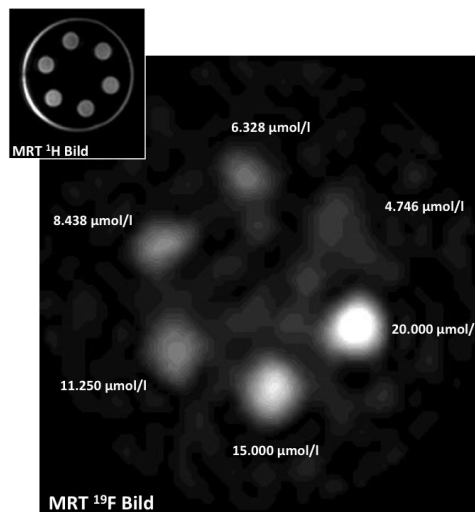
Ex-vivo Darstellung unterschiedlicher PFOB-Konzentrationen in der Nanoemulsion im 3T ^{19}F -MRT. Das ^1H -MRT Bild verdeutlicht die Lage der Probengefäße in der Halterung. Im ^{19}F -MRT zeigt die Probe mit einer PFOB Konzentration von 20.000 $\mu\text{mol/l}$ das stärkste Signal. Bei einer Konzentration von 4.746 $\mu\text{mol/l}$ lässt sich kein eindeutiges Signal mehr abgrenzen. Eigene Abbildung.
